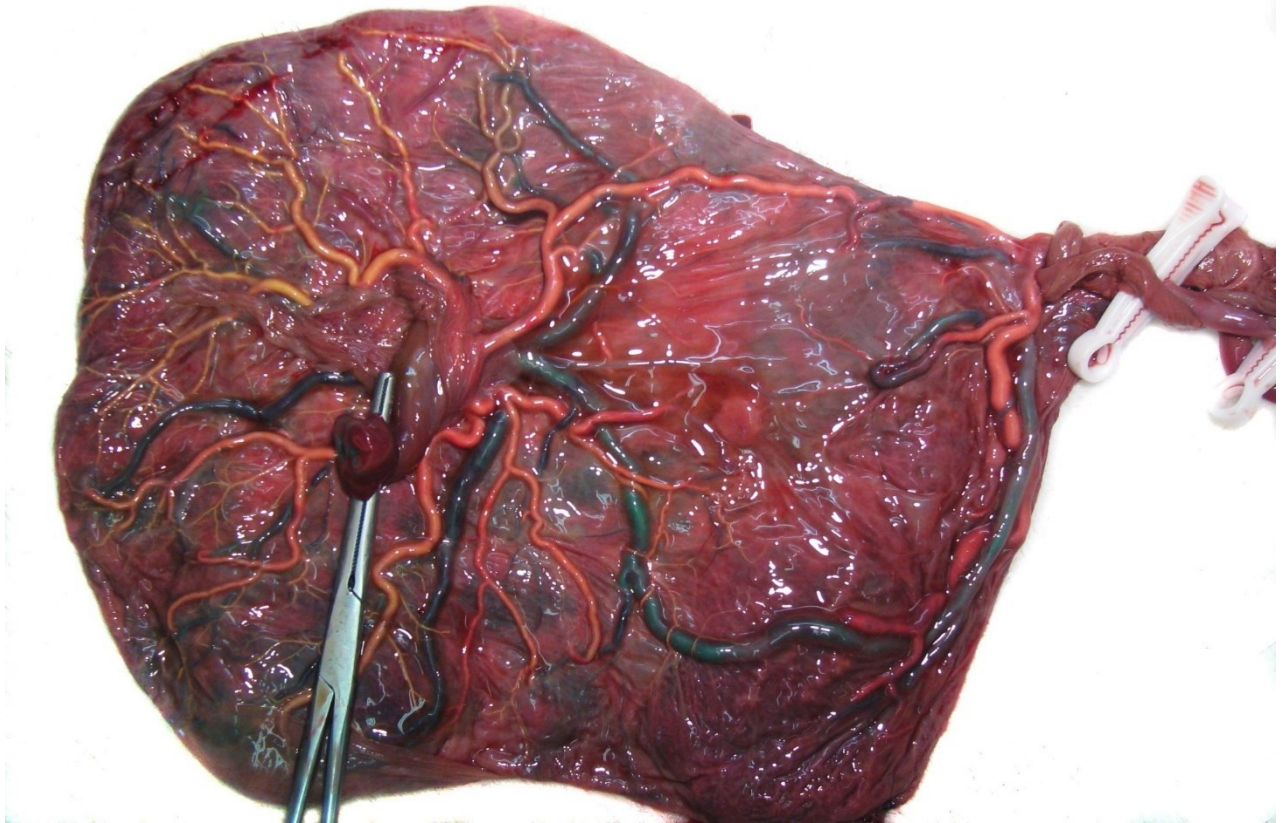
MCDA Plazenta bei sFGR Typ 3 (Steiner H, Schneider K-T, Dopplersonographie in Geburtshilfe und Gynäkologie. 4. Auflage, Berlin, Deutschland, Springer-Verlag GmbH, 2018)
